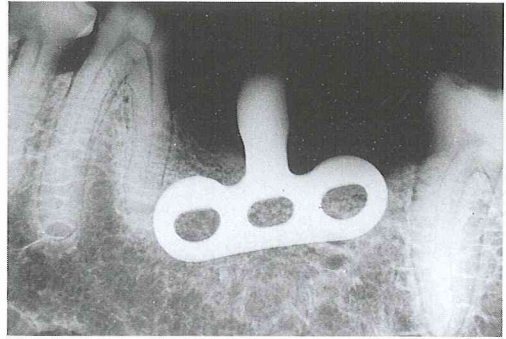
多孔質 HA 溶射インプラント体植立後6カ月のX線写真(非機能例)
